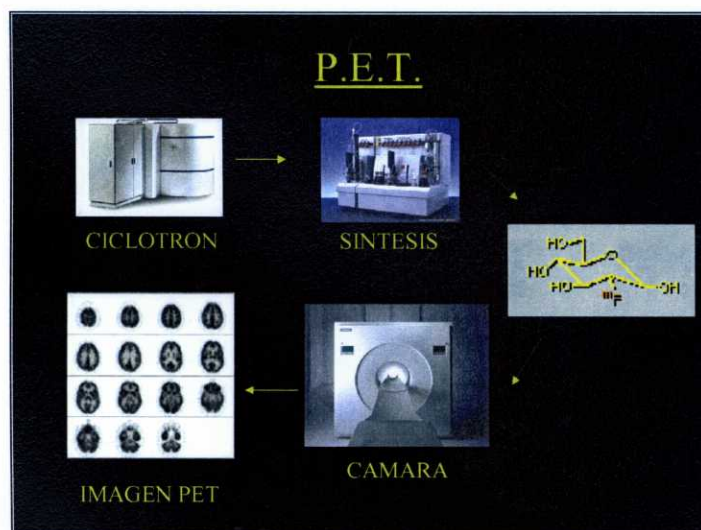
Representación esquemática de la estructura necesaria para la realización de un PET
